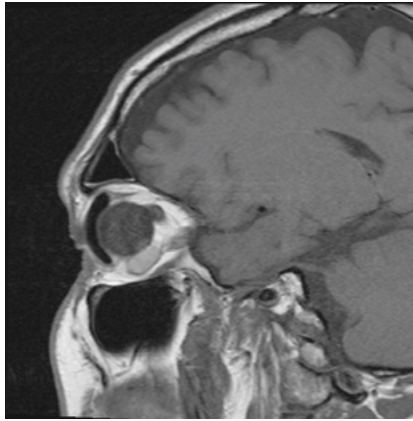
Imagen (RM, T1, hiperintensa) de recidiva dos años después de la enucleación de un Melanoma corioides, detrás y debajo del implante de Medpor (Órbita izquierda).
